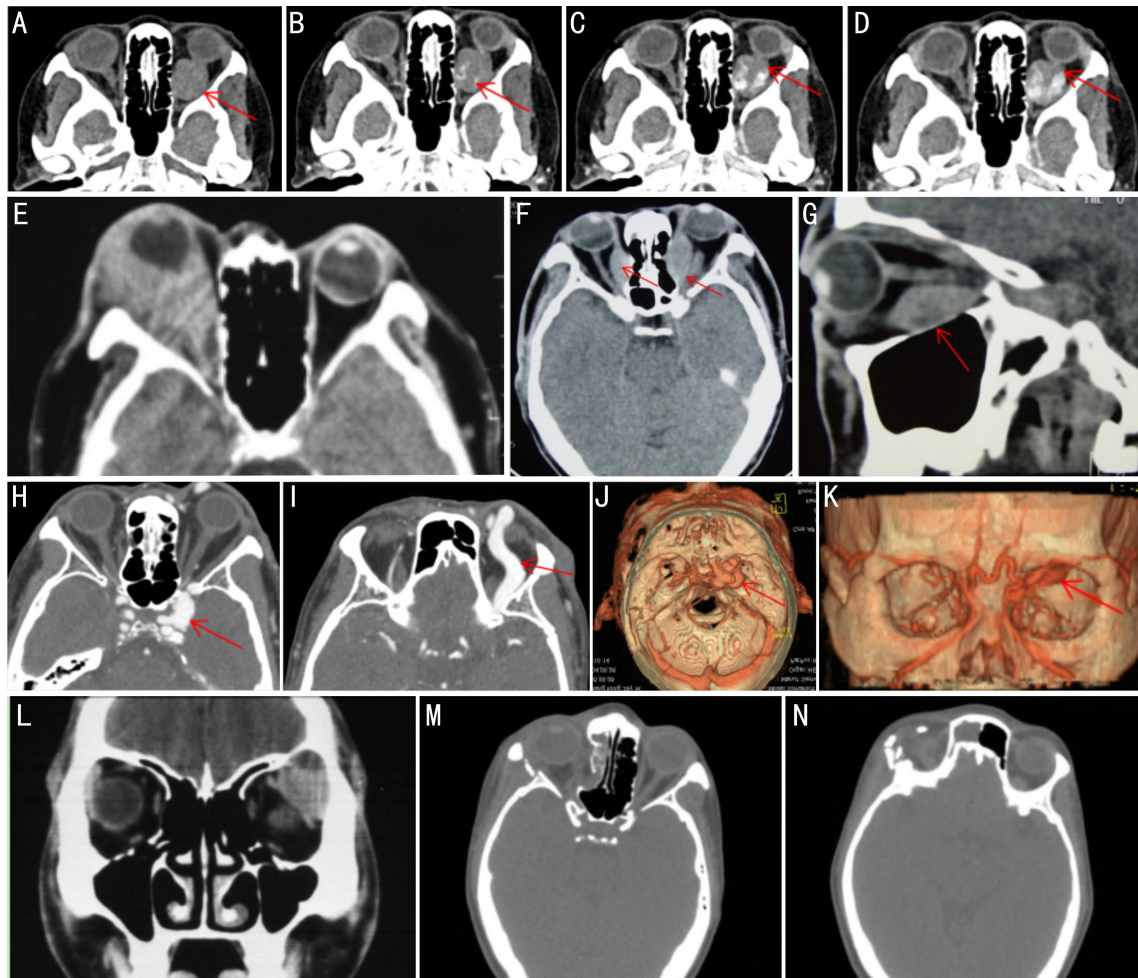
异常CT图像 A-D:海绵状血管瘤CT显示左眼球后方肌锥内呈类圆形或圆形的中等密度块影,呈渐进性强化,逐渐填充(箭头),其中图A为平扫图像,图B为动脉期图像,图C为静脉期图像,图D为延时期图像;E:炎性假瘤CT示右眼突出,眼环增厚;F、G:Grave眼病,CT显示双侧内直肌与下直肌明显增粗,以肌腹增粗明显,肌腱未累及(箭头);H-K:颈内动脉-海绵窦瘘CT示左眼球突出,左侧海绵窦增宽,左侧眼上静脉明显增粗迂曲(箭头);L:泪腺混合瘤CT示左眼泪腺区可见一中等密度影;M、N:眶骨骨折CT示右侧眼眶内、外、下侧壁、右侧上颌窦、筛窦、右侧颧骨见多发粉碎性骨折,右侧视神经迂曲,右侧眼外肌形态不规则。
